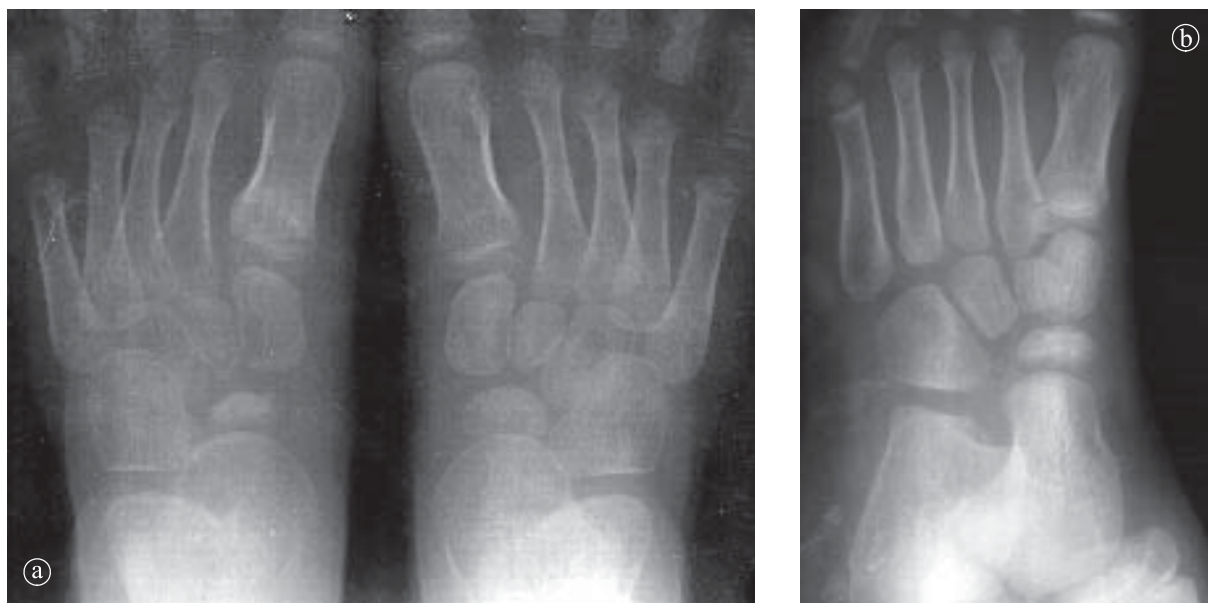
15. Osteonecroza navicularului stâng stadiul II. a) Radiografie plantă comparativ PA. b) detaliu. Navicularul stâng este mai opac, redus în dimensiuni, cu structură inomogenă.
